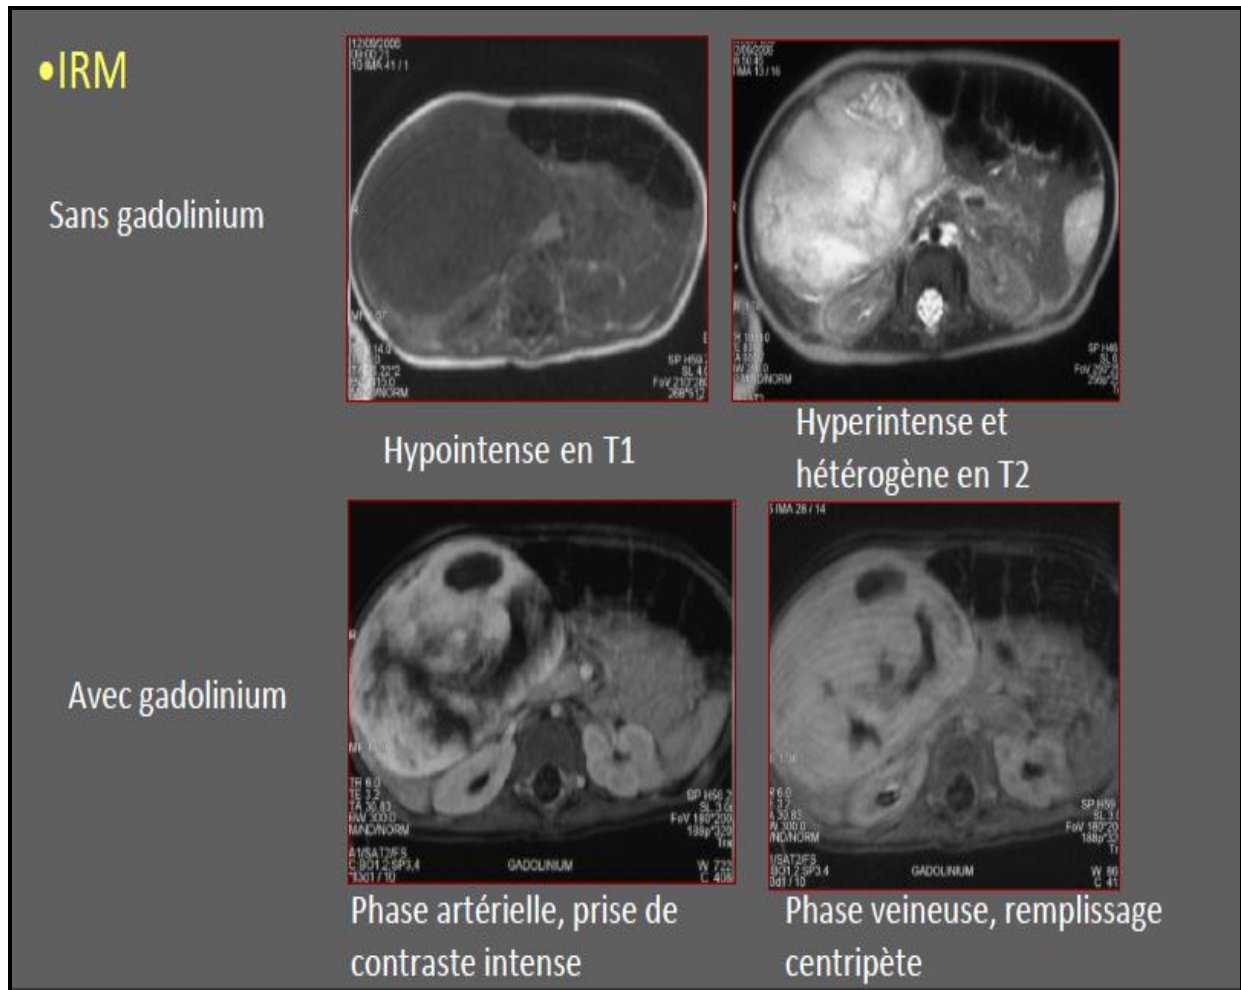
Aspect IRM d'un hémangiome solitaire (18)
